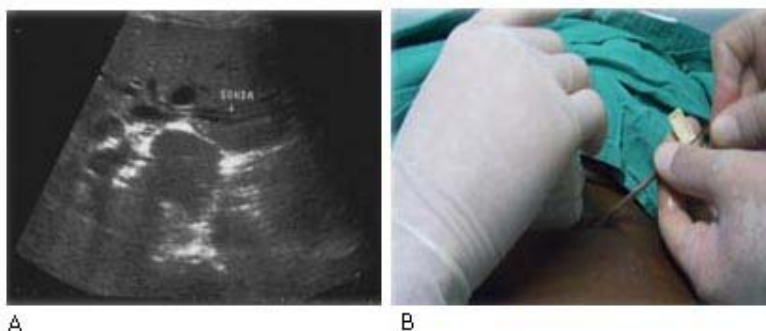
A) Ultrasonido de la vía biliar con una sonda colocada en las vías biliares. B) Colocación percutánea del catéter de drenaje.
